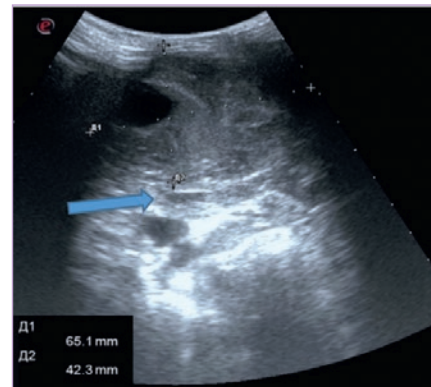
УЗИ шеи. Синей стрелкой указана сдавленная внутренняя яремная вена
